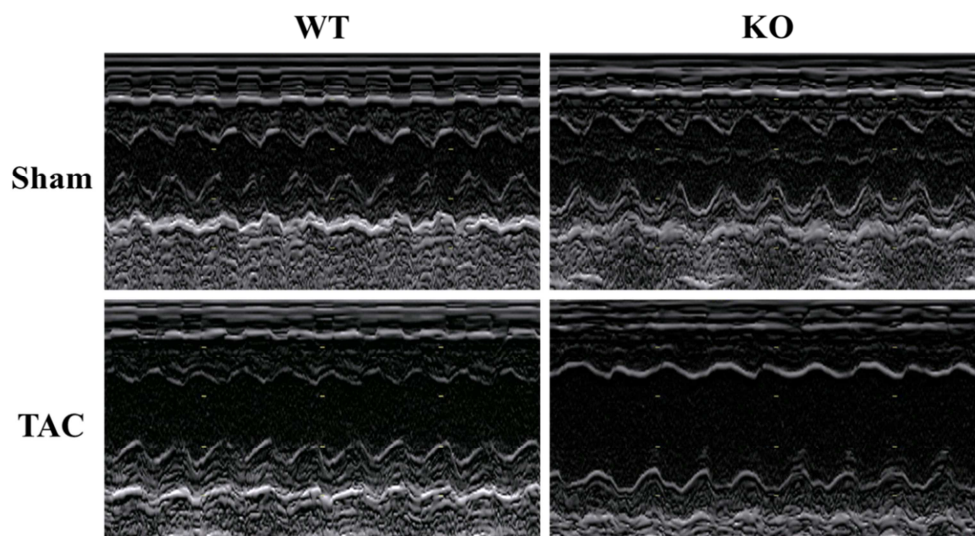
La triadine prévient l'hypertrophie cardiaque excentrique non adaptative dans un modèle de TAC. Echocardiogramme du mode temps-mouvement (TM ou M-mode) sur les WT, KO Sham ou TAC.
